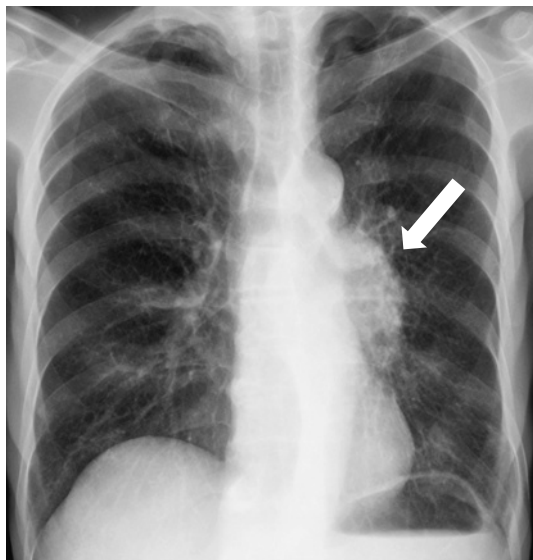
The chest X-ray film showed a left hilar mass (arrow).
